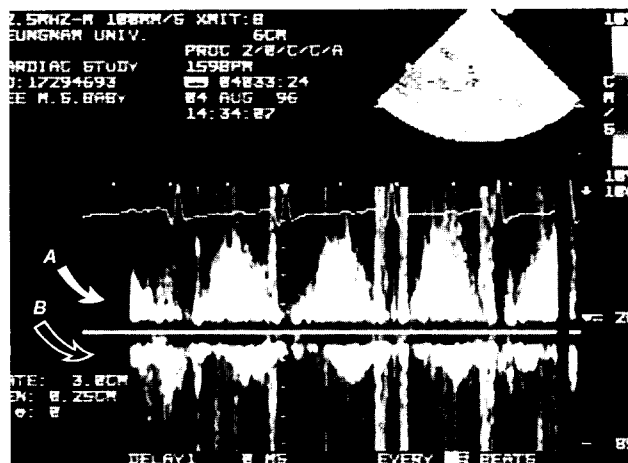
Preoperative Doppler study shows regurgitant flow from PDA toward the pulmonic valve(arrow:A) and there was no flow from RV.(arrow:B)
